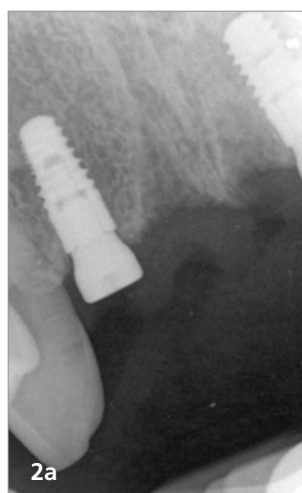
OPG bei chronischer Parodontitis mit nicht mehr erhaltungsfähigen Zähnen 12-22. – Abb. 2a und b: Röntgenkontrolle nach Sofortimplantation mit eingesetzten Gingivaformern (narrowSky D3,5 L10, bredent medical).
